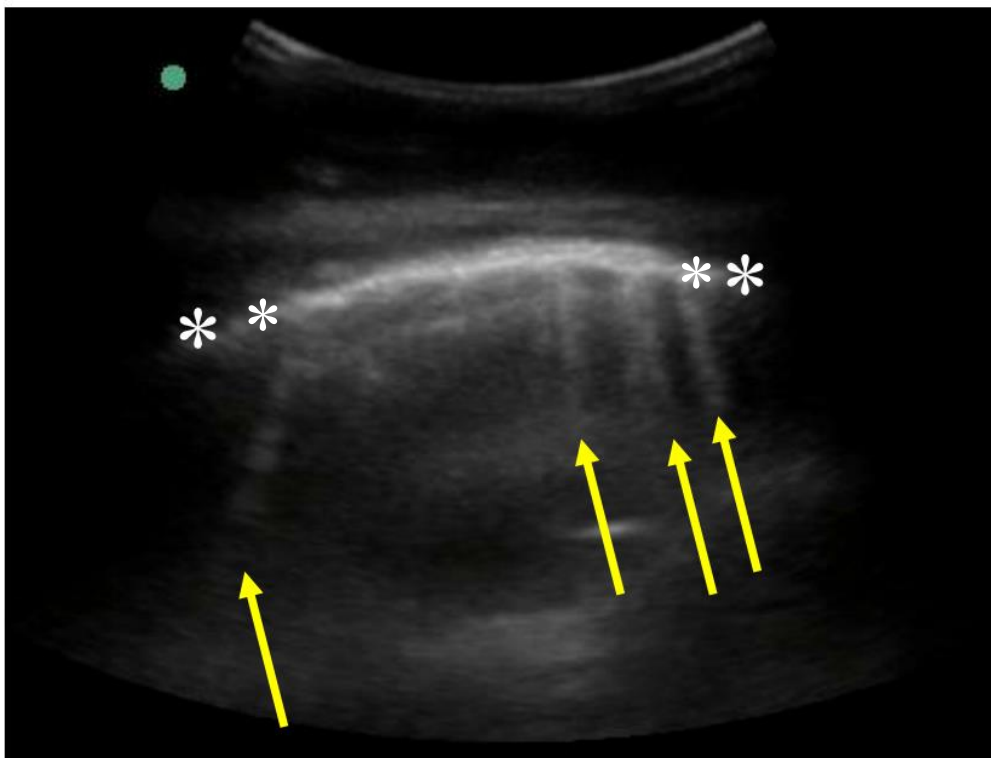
Ultrassonografia de pulmão com linhas B
